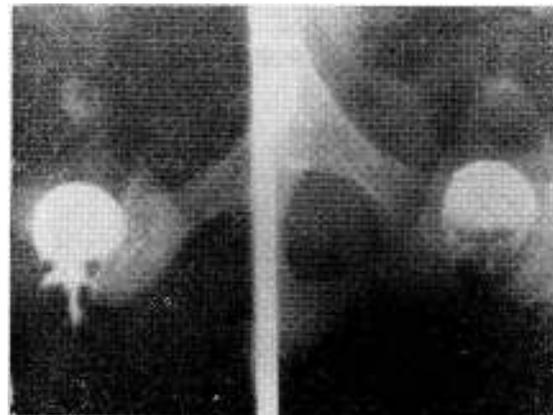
Caso I. Radiografía contrastada de vagina, que muestra órgano pequeño, sin genitales internos.
